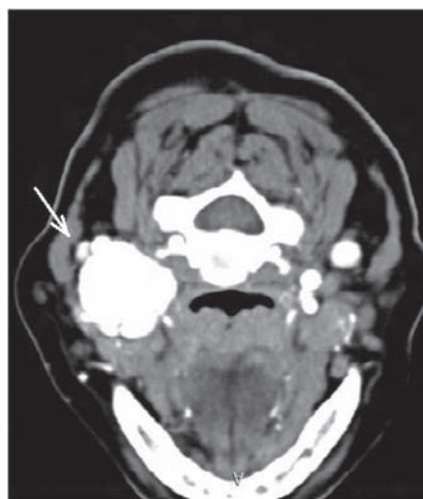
МСКТ того же больного – поперечный срез
